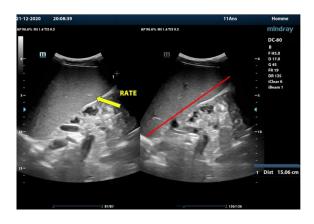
coupe sagittale échographique de la rate (flèche jaune).
